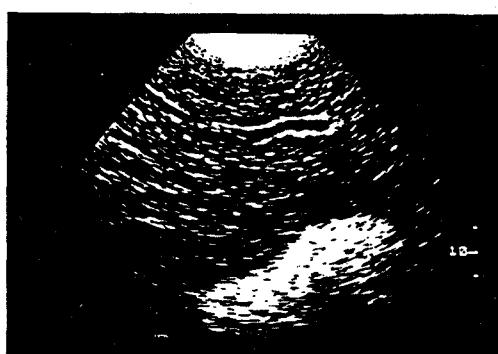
위확장 및 염전이 있는 개에서 심하게 종대된 비장을 나타내는 초음파상. 비장의 실질은 상당히 저에코이며, 끈과 같은 또는 별이 뜯 하늘과 같은 양상을 보인다. 개복을 통해 비장의 괴사를 확정지었다.
